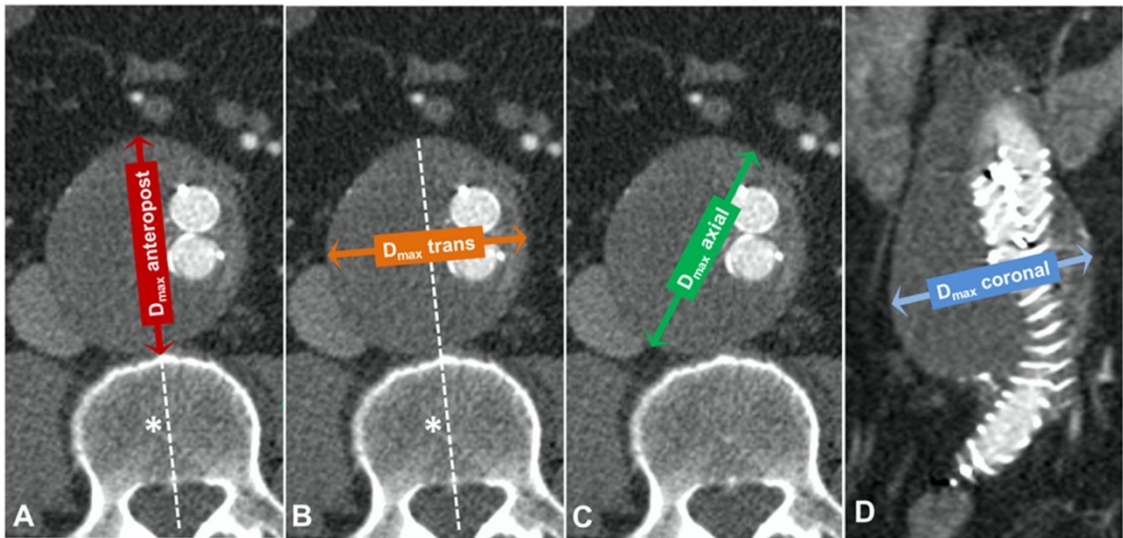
Axiale CT-Schicht eines 63 Jahre alten männlichen Patienten ein Jahr nach EVAR-Versorgung. (a) Der anteroposteriore Durchmesser (D_{\max} anteropost) wurde in der axialen Schicht in der Mitte des Aneurysmasacks auf Höhe der maximalen Ausdehnung des Aneurysmasacks parallel zur Mittellinie durch den angrenzenden Wirbelkörper gemessen. (b) Der transversale Durchmesser (D_{\max} trans) wurde manuell in der axialen Ebene auf Höhe der maximalen Ausdehnung des Aneurysmasacks senkrecht zur Mittellinie durch den angrenzenden Wirbelkörper gemessen. (c) Der axiale Durchmesser wurde manuell in der axialen Ebene gemessen auf Höhe der maximalen Ausdehnung des Aneurysmasacks. (d) Coronale Reformationen wurden verwendet um den koronalen Durchmesser (D_{\max} coronal) durch subjektive Größeneinschätzung an der maximalen Ausdehnung des Aneurysmasacks zu messen.
